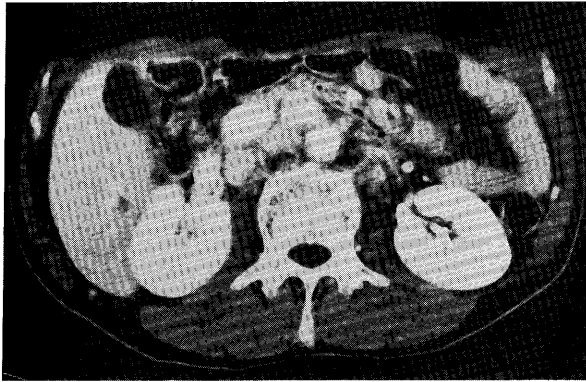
Abdominal computed tomogram shows paraaortic and retrocaval lymph nodes swelling.
